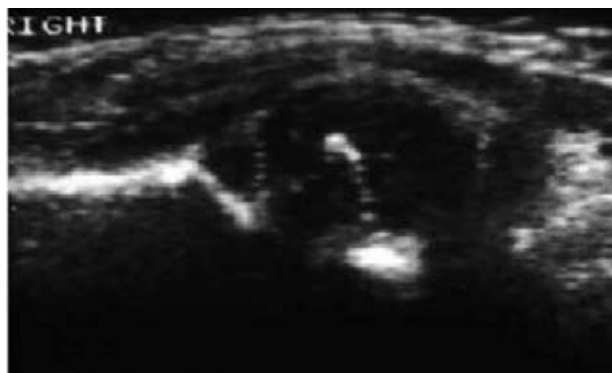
Ultrasonido demostrando la presencia del núcleo de osificación en la cabeza femoral.
